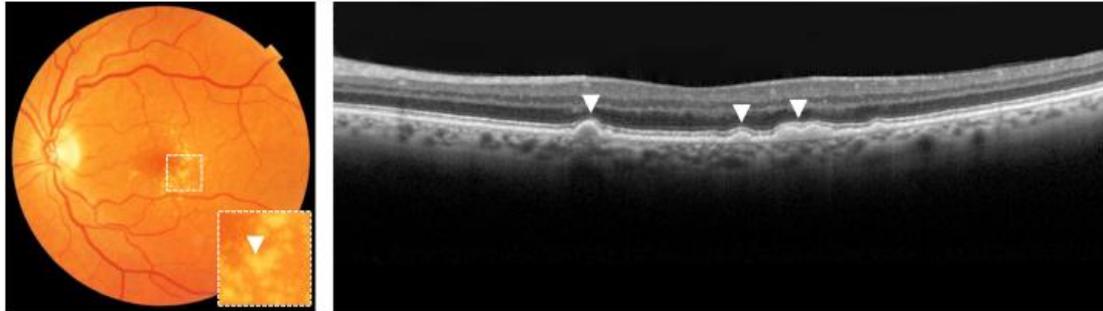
Large drusen on colour fundus photograph, as indicated with an arrow (left) and optical coherence tomography, as indicated with arrows (right).
